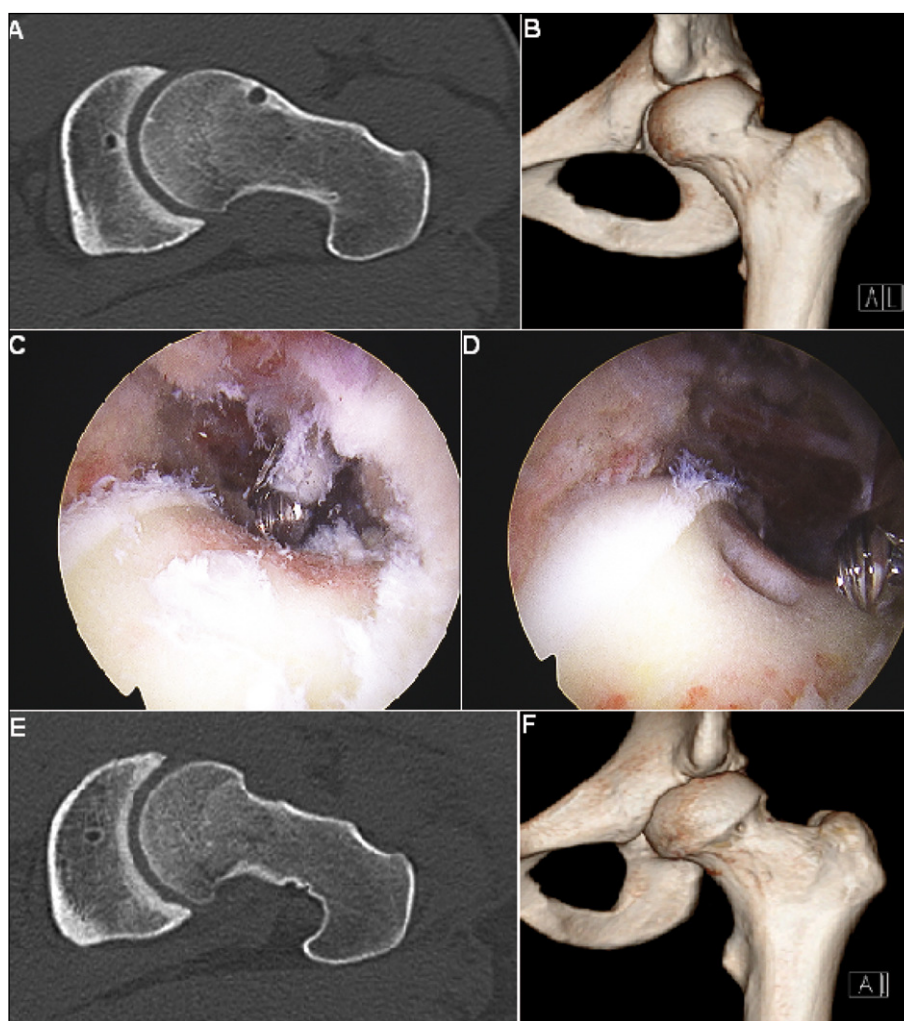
Evaluación preoperatoria utilizando la Tomografía Axial Computada (TAC) identificándose en el corte axial oblicuo la anesfericidad de la cabeza femoral así como la presencia de un quiste de impacto en la zona de unión cabeza-cuello femoral (4A). La reconstrucción 3D permite visualizar la extensión del resalte femoral así como la relación de este con los vasos retinaculares para planificar la extensión de la resección (4B). La resección se realiza de acuerdo a la planificación preoperatoria (4C), la presencia del quiste se utiliza como un punto de referencia más durante la resección (4D). En la TAC postoperatoria se identifica la corrección de la anesfericidad de la cabeza femoral (4E) así como la completa resección del resalte femoral (4F).
